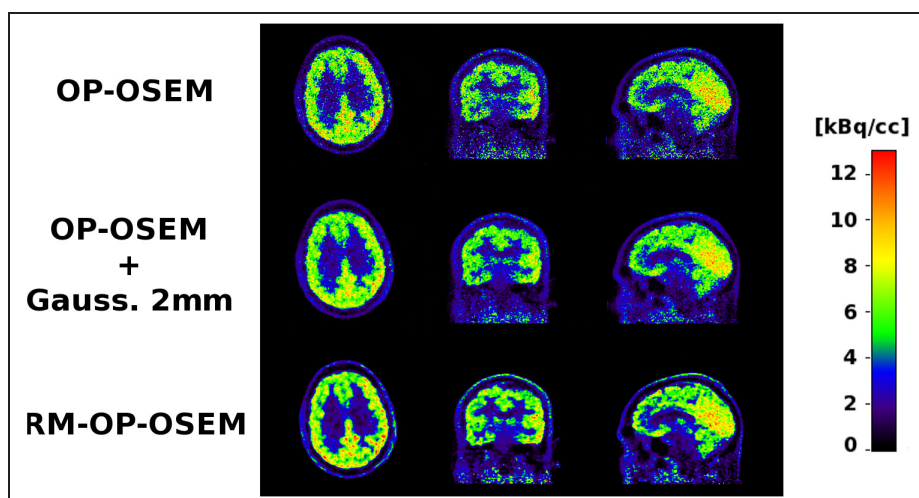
31 – Images moyennes pour un patient de l'étude FMZ. Les images OP-OSEM ont été obtenues avec 6 itérations de 16 sous-ensembles et RM-OP-OSEM avec 9 itérations de 16 sous-ensembles.
